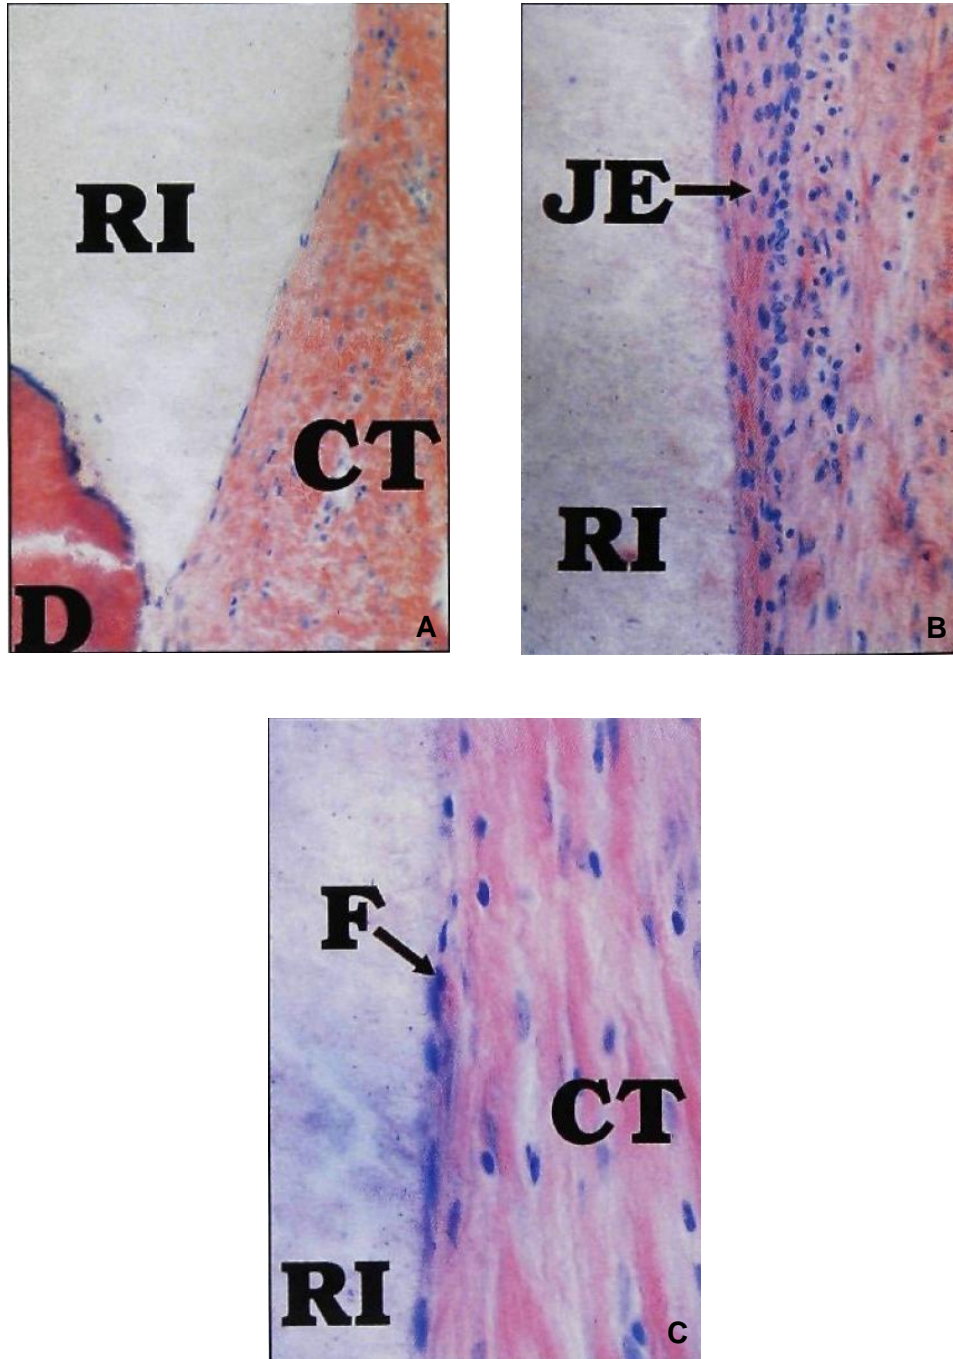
(A) Micrografía que muestra fibroblastos finos y tejido conjuntivo (CT) junto con la restauración de resina-ionómero (RI) en la dentina (D) y la ausencia de células inflamatorias. (B) Micrografía que muestra el epitelio de unión (JE) adyacente a la restauración de resina-ionómero (RI), tener en cuenta la adherencia de las células inflamatorias. (Ampliación x 250). (C) Micrografía de mayor aumento que muestra fibroblastos (F) y tejido conectivo (CT) adyacentes a la restauración de ionómero de resina (RI). (Ampliación x 500).
